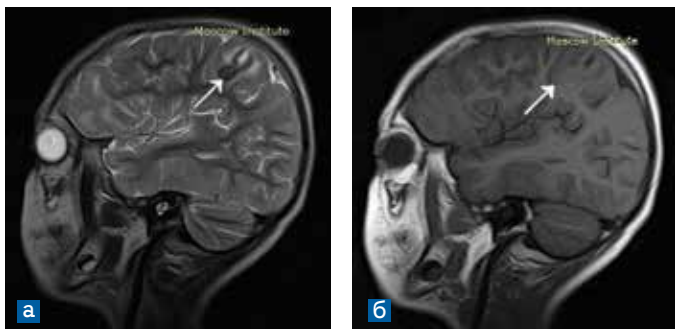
МРТ, сагиттальный срез. а) T2-взвешенное изображение; б) T1- взвешенное изображение. Обызвествленный тубер в теменной доле (стрелки).
